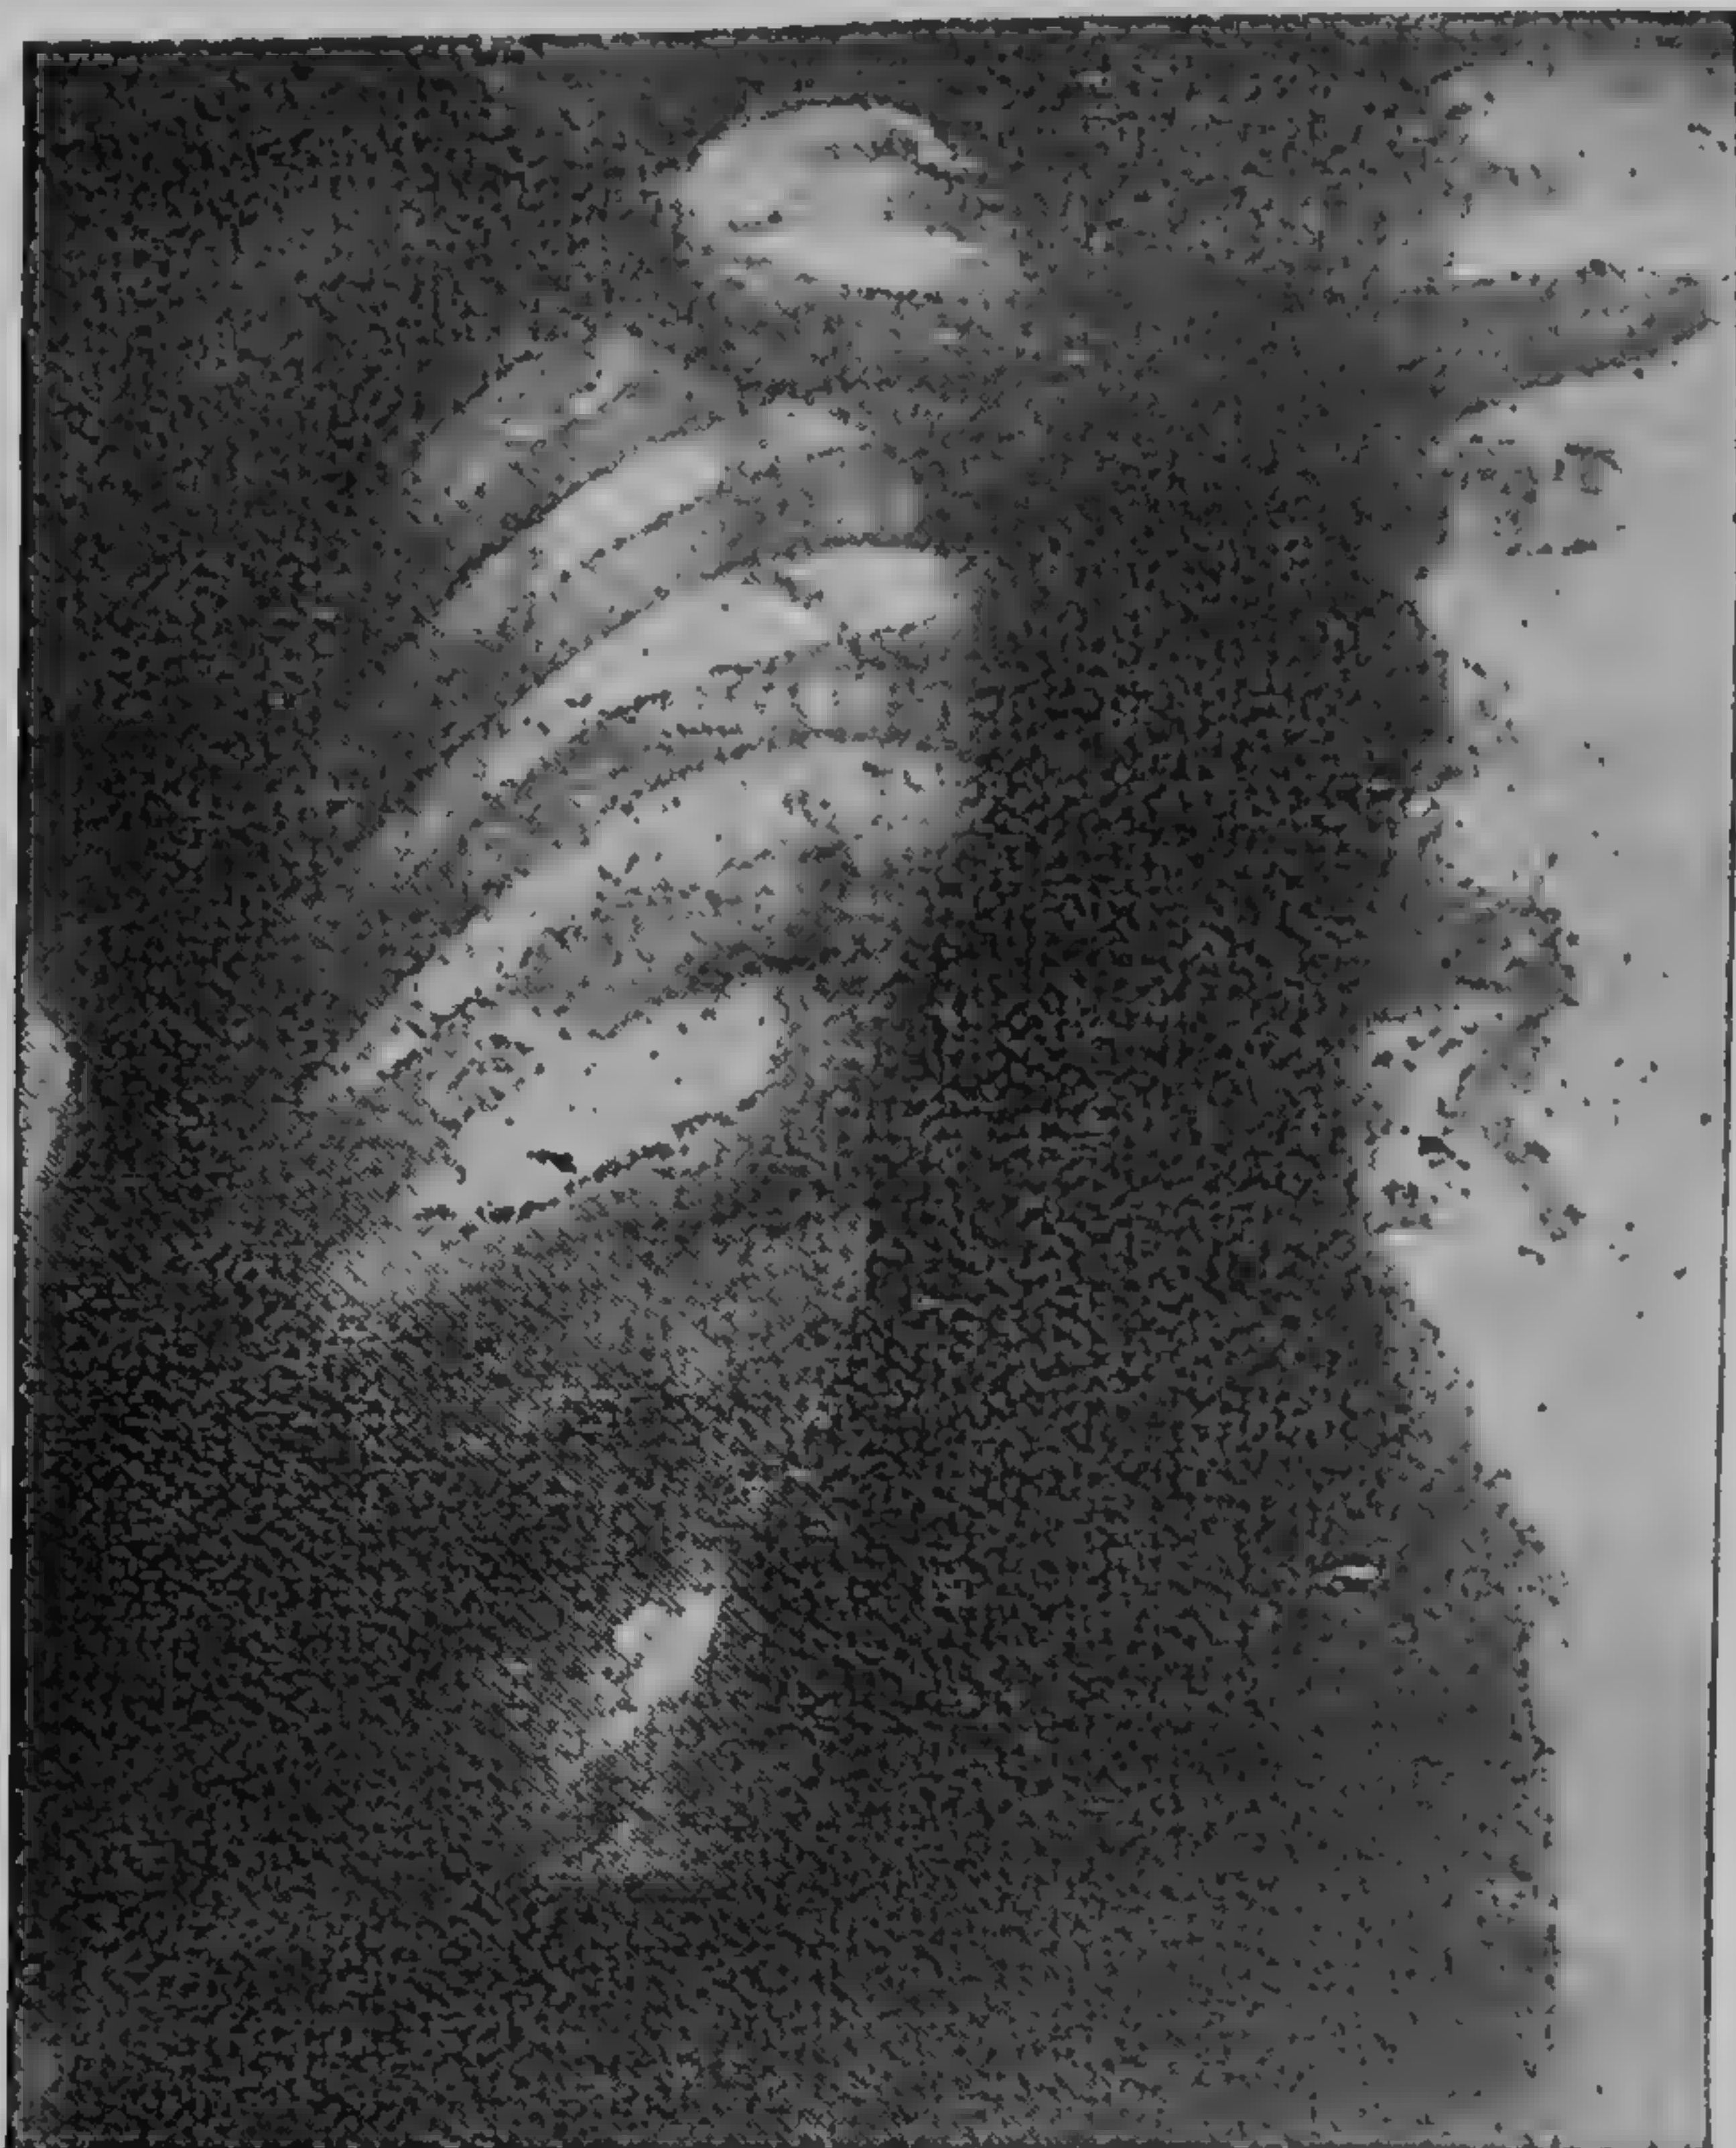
Abces pulmonar al lobului inferior drept: aspect necaracteristic (radiografie dr. A. Iacob)
